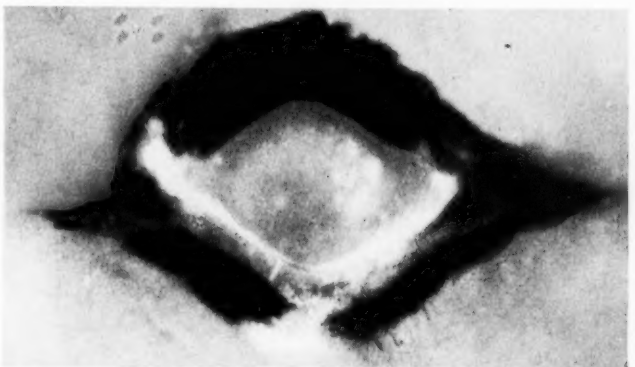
Kontaktautoradiographie des gleichen Gebietes wie in Abb. 3 mit Schwärzung im Bereich der Anreicherung des Radioeisens (Fe^{59}).
